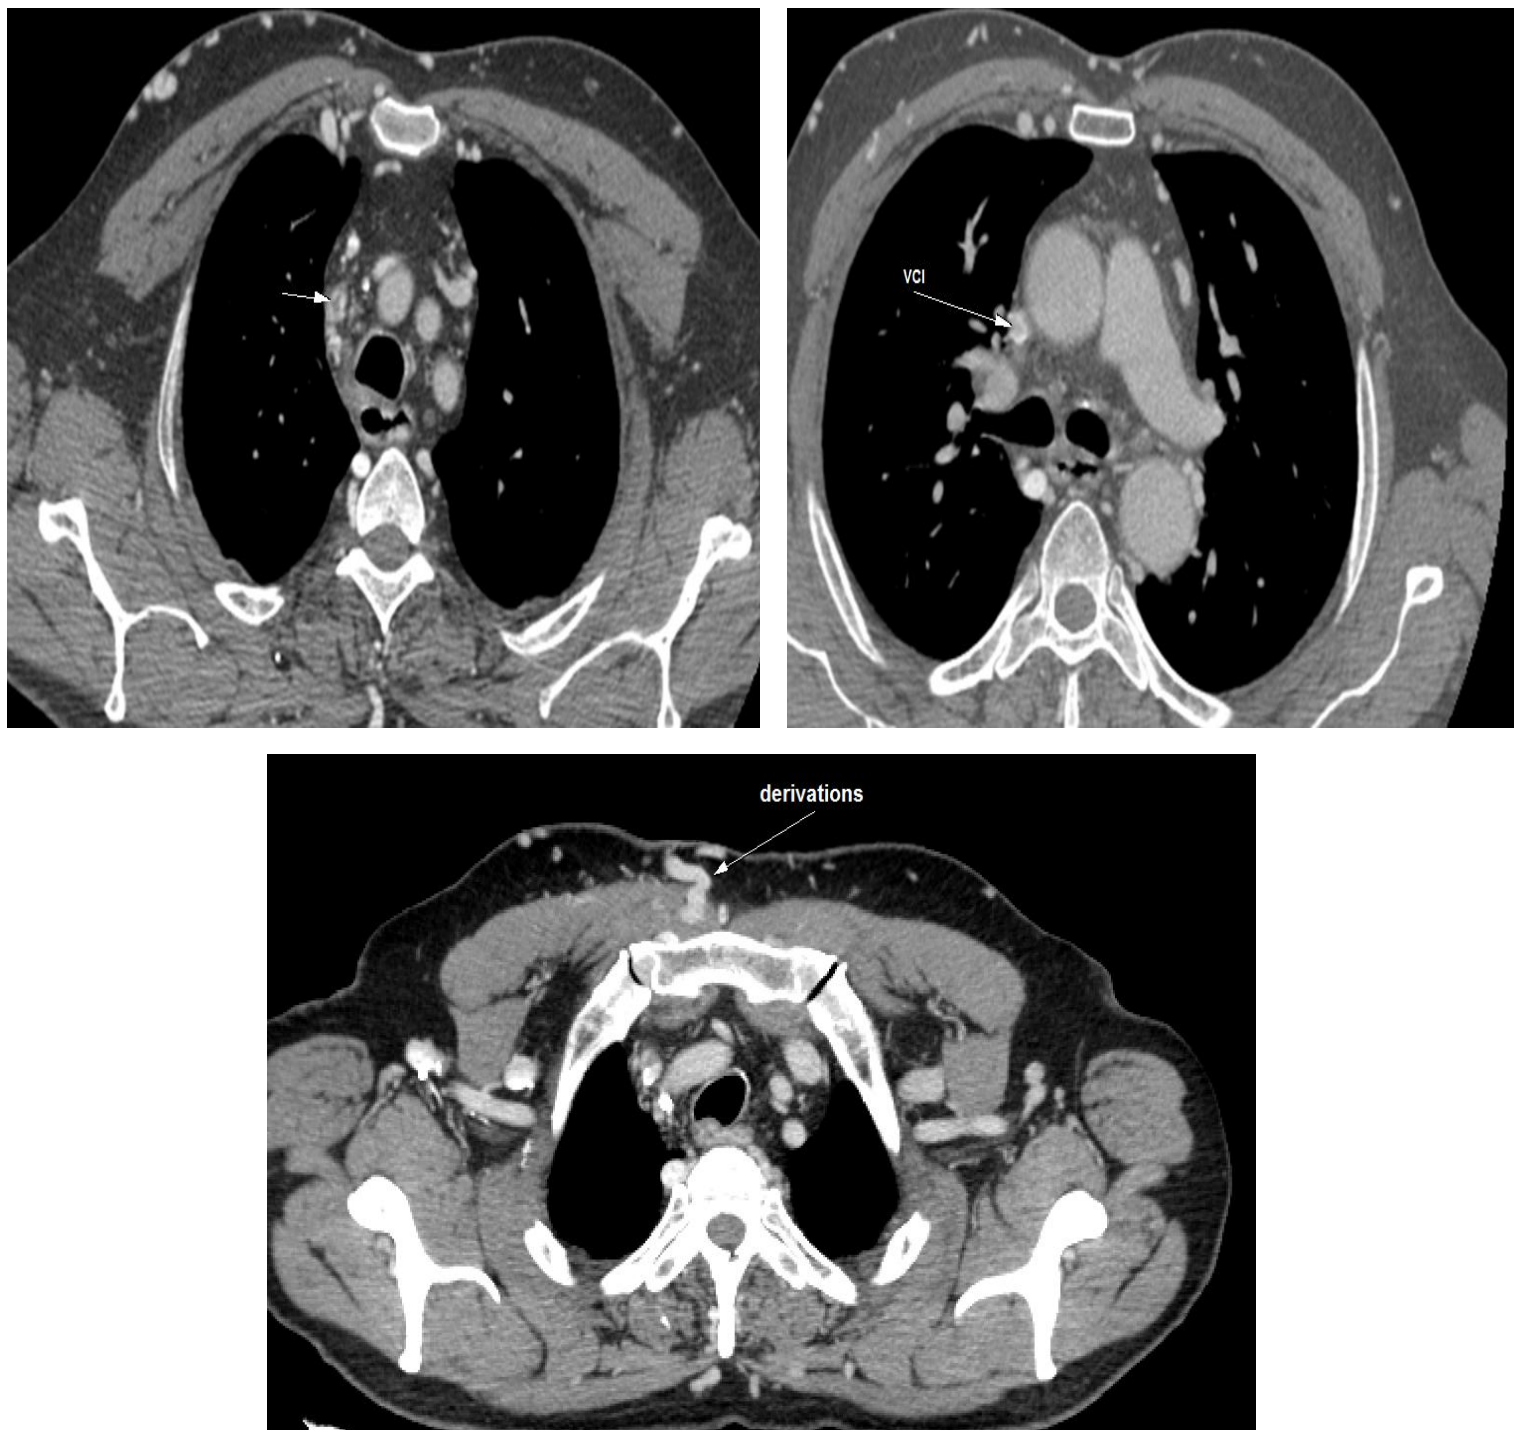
angio-TDM montrant une thrombose du tronc innominé étendue à la VCS + circulation collatérale thoracique (patient A.E, service de radiologie/ CHU Hassan II)
